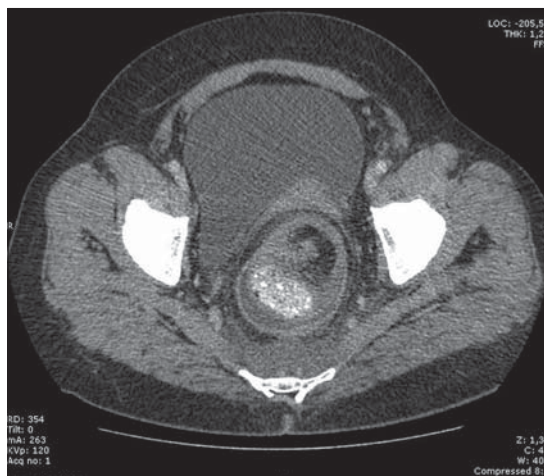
TAC preoperatoria.
